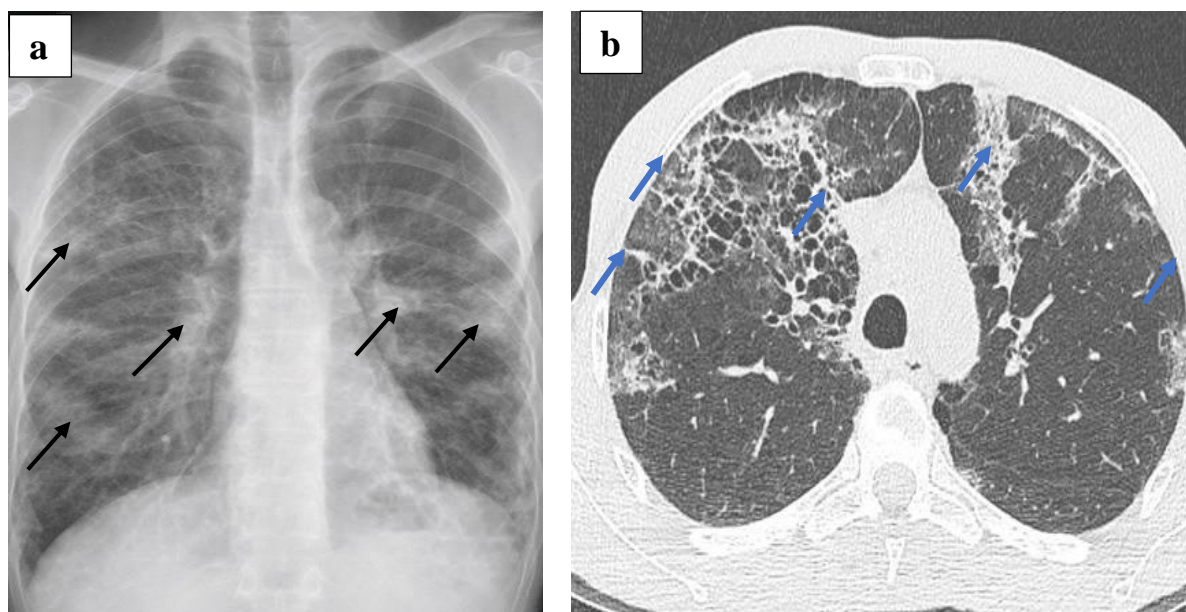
a- Image radiographique de la Pneumocystose; b- Image tomodynamométrique de la Pneumocystose
